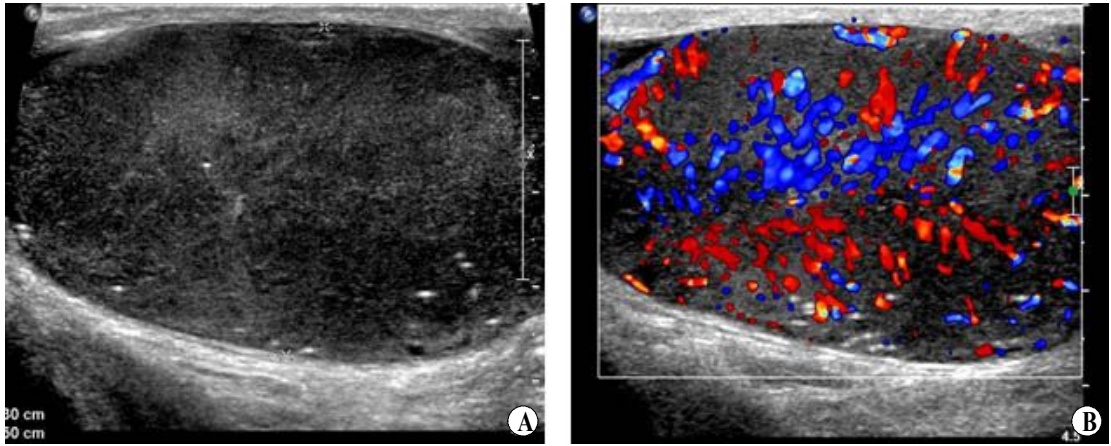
An entire testis is replaced by the tumor. An internal echotexture is homogeneously hypoechoic (A). On color-Doppler ultrasonography (B), markedly increased vascularity is noted.
